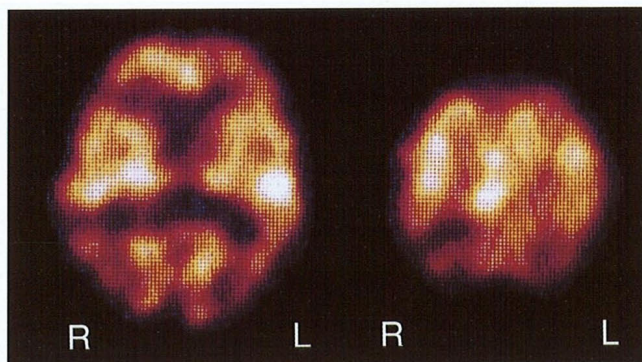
The transverse images of SPECT demonstrate a reduced uptake in the bilateral parietal and occipital lobes, predominantly on the right side.
